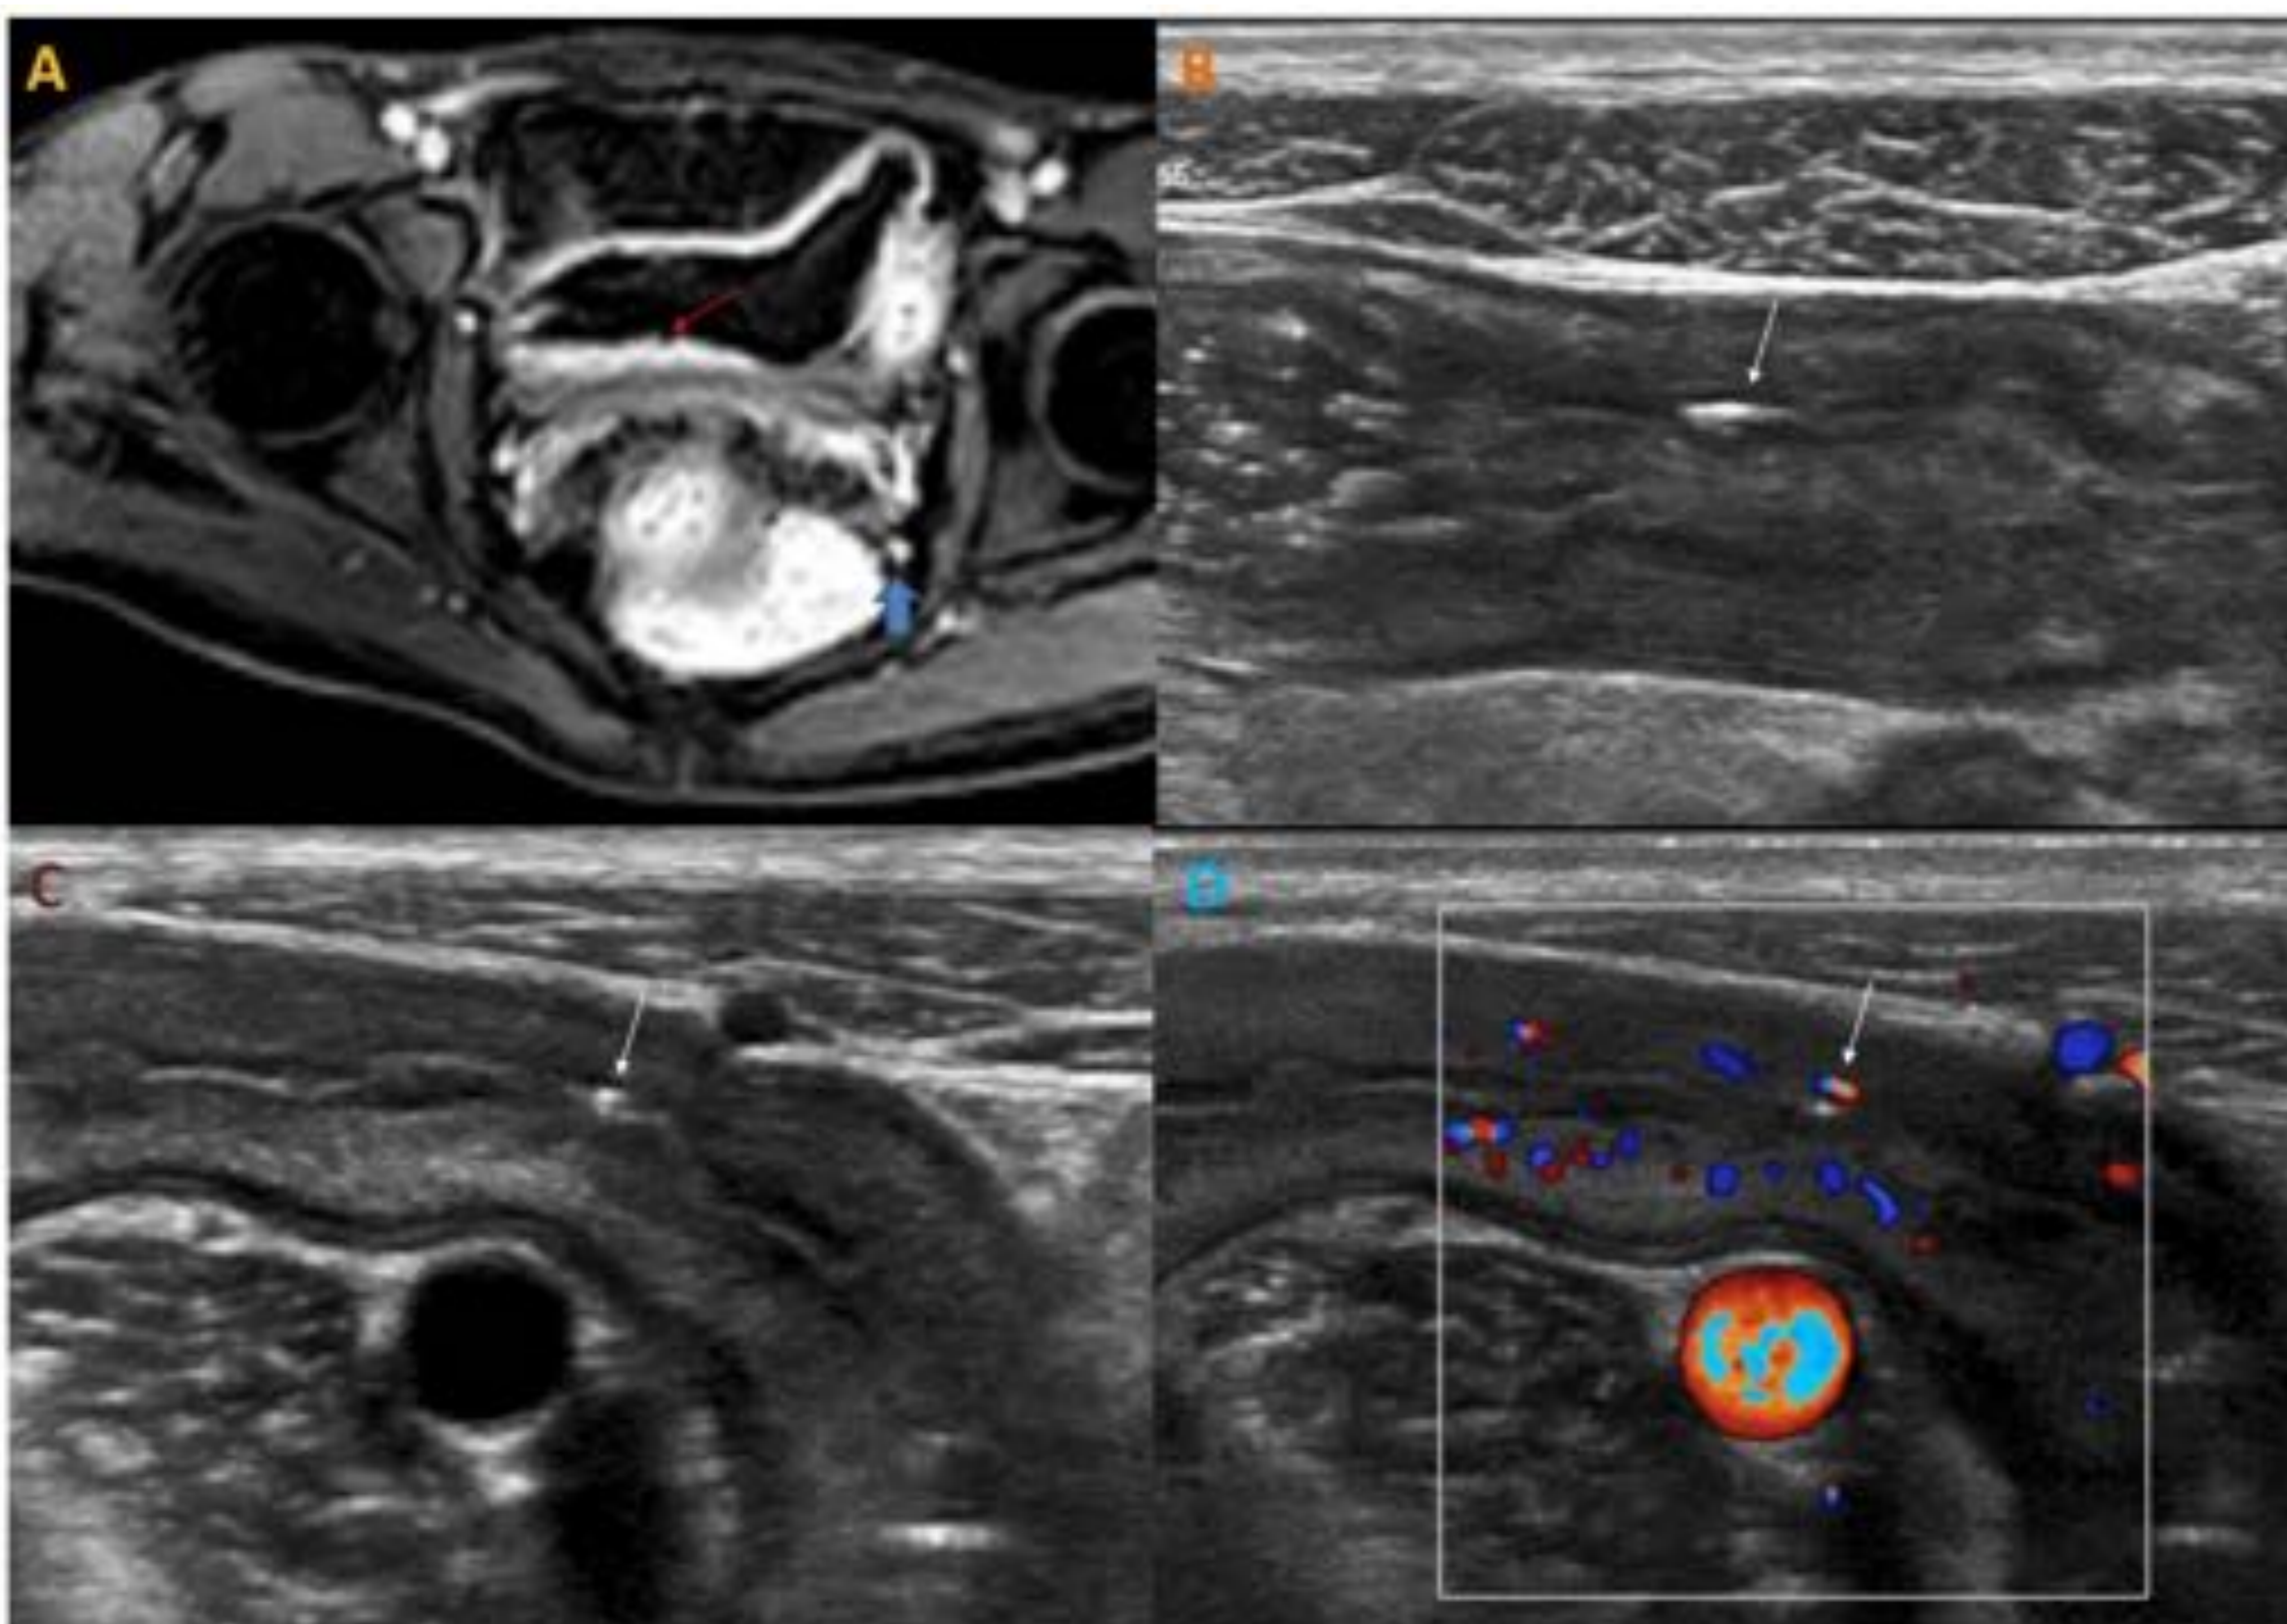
Ulceraciones mucosas: Correlación entre enteroRM (A) y ecografía-doppler (B-D) en la detección de una ulcera mucosa superficial. Se observa el pequeño defecto mucoso en la (flecha roja en A) e irregularidades mucosas en ecografía Doppler con artefacto de reverberación debido al acúmulo de gas en el seno de la ulceración. Nótese en el marcado engrosamiento mural (A y B) y el aumento de la vascularización parietal (D), consistente con un grado II en la escala de Limberg.
